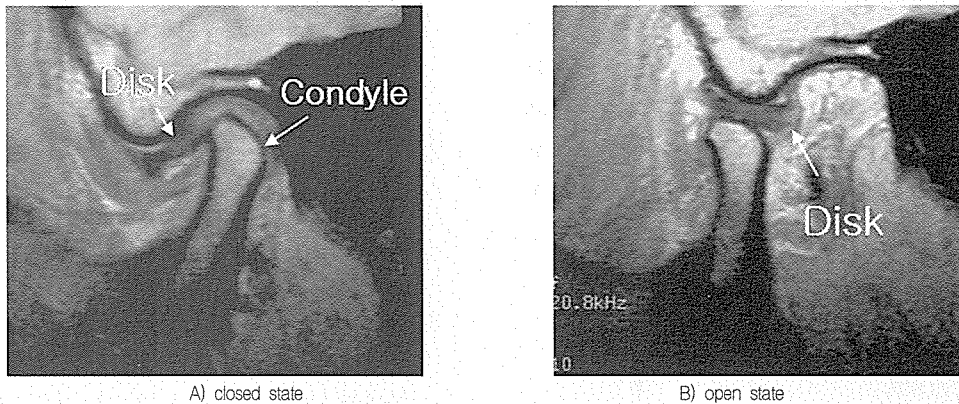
MRI analysis - disk displacement with reduction
